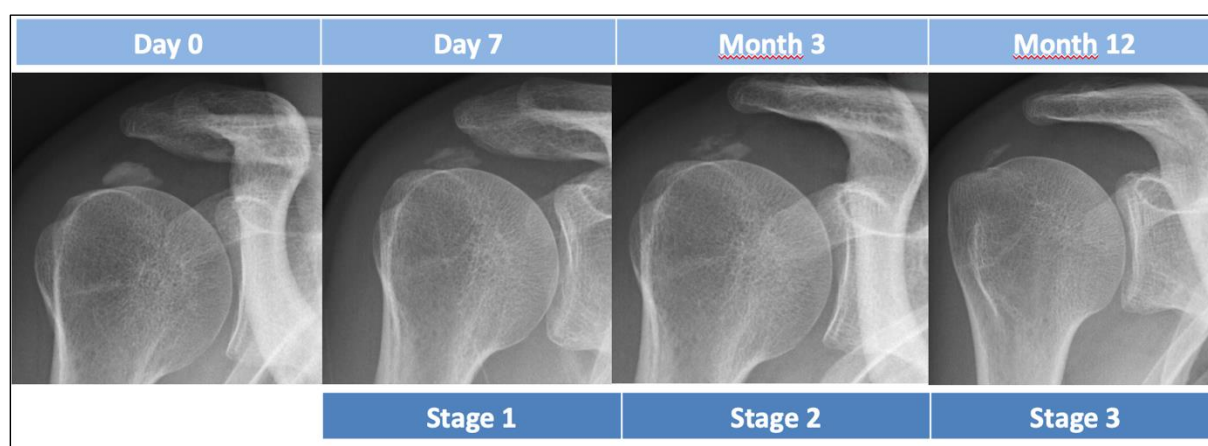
Example of radiographs taken at D0, D7, 3 and 12 months of a patient with calcific tendonitis of the supraspinatus. According to the Darrieutort-Laffite classification, the image at Day 7 corresponds to the stage 1 (decrease in size of the calcification of less than 50%); the image at Month 3 corresponds to the stage 2 (decrease in size of the calcification of between 50 and 90%) and the image at Month 12 corresponds to the stage 3 (decrease in size of more than 90%).
